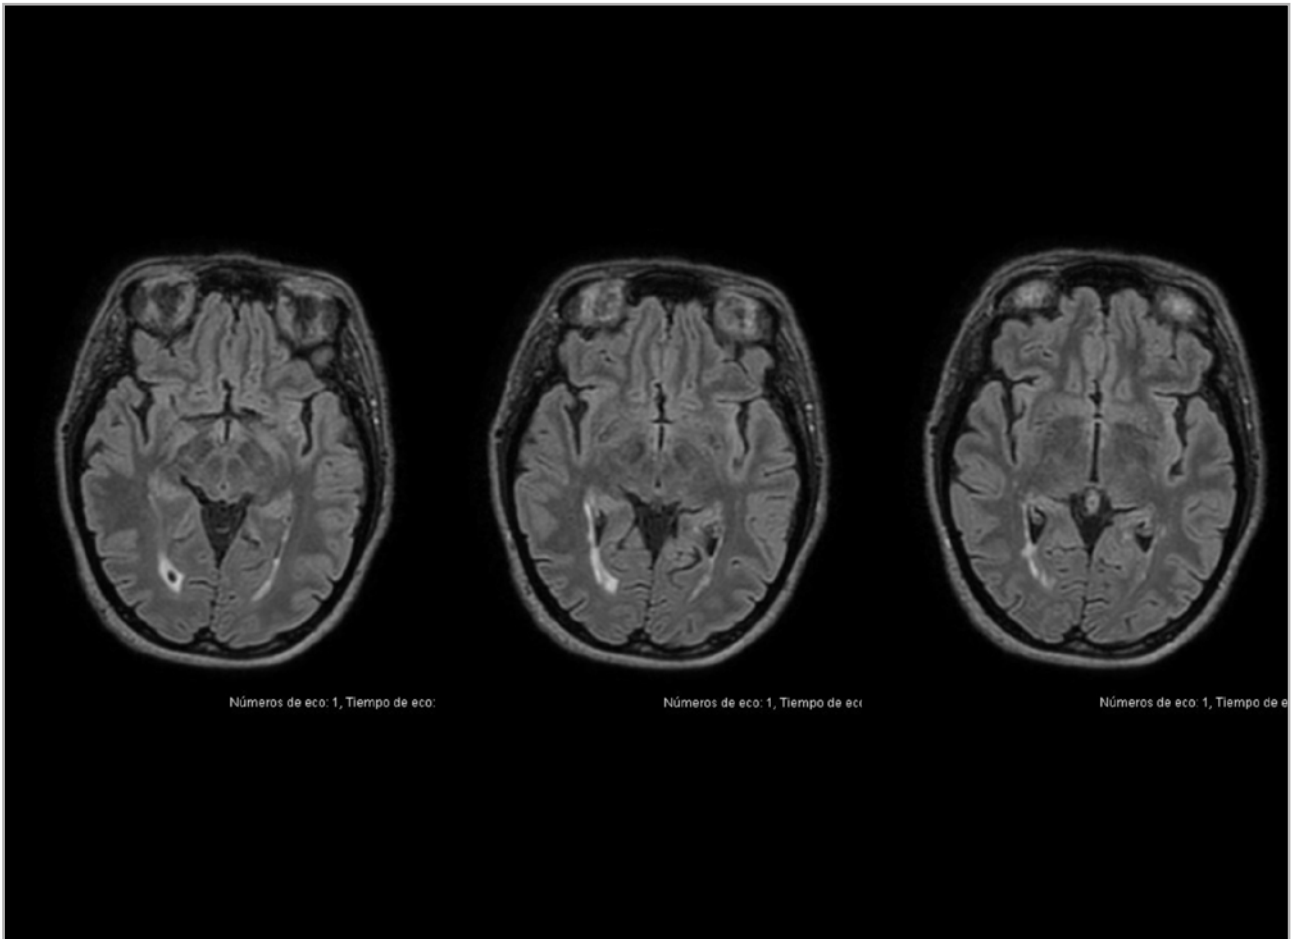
Resonancia magnética craneal (26/03/2020): práctica desaparición de la lesión insular.
